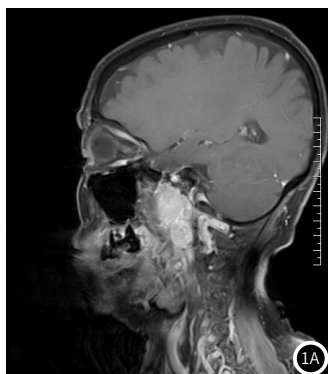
~1C 典型图示。图2 MRI联合血清miR-410-3p、ITGAV对鼻咽癌早期淋巴结转移的预测价值。
